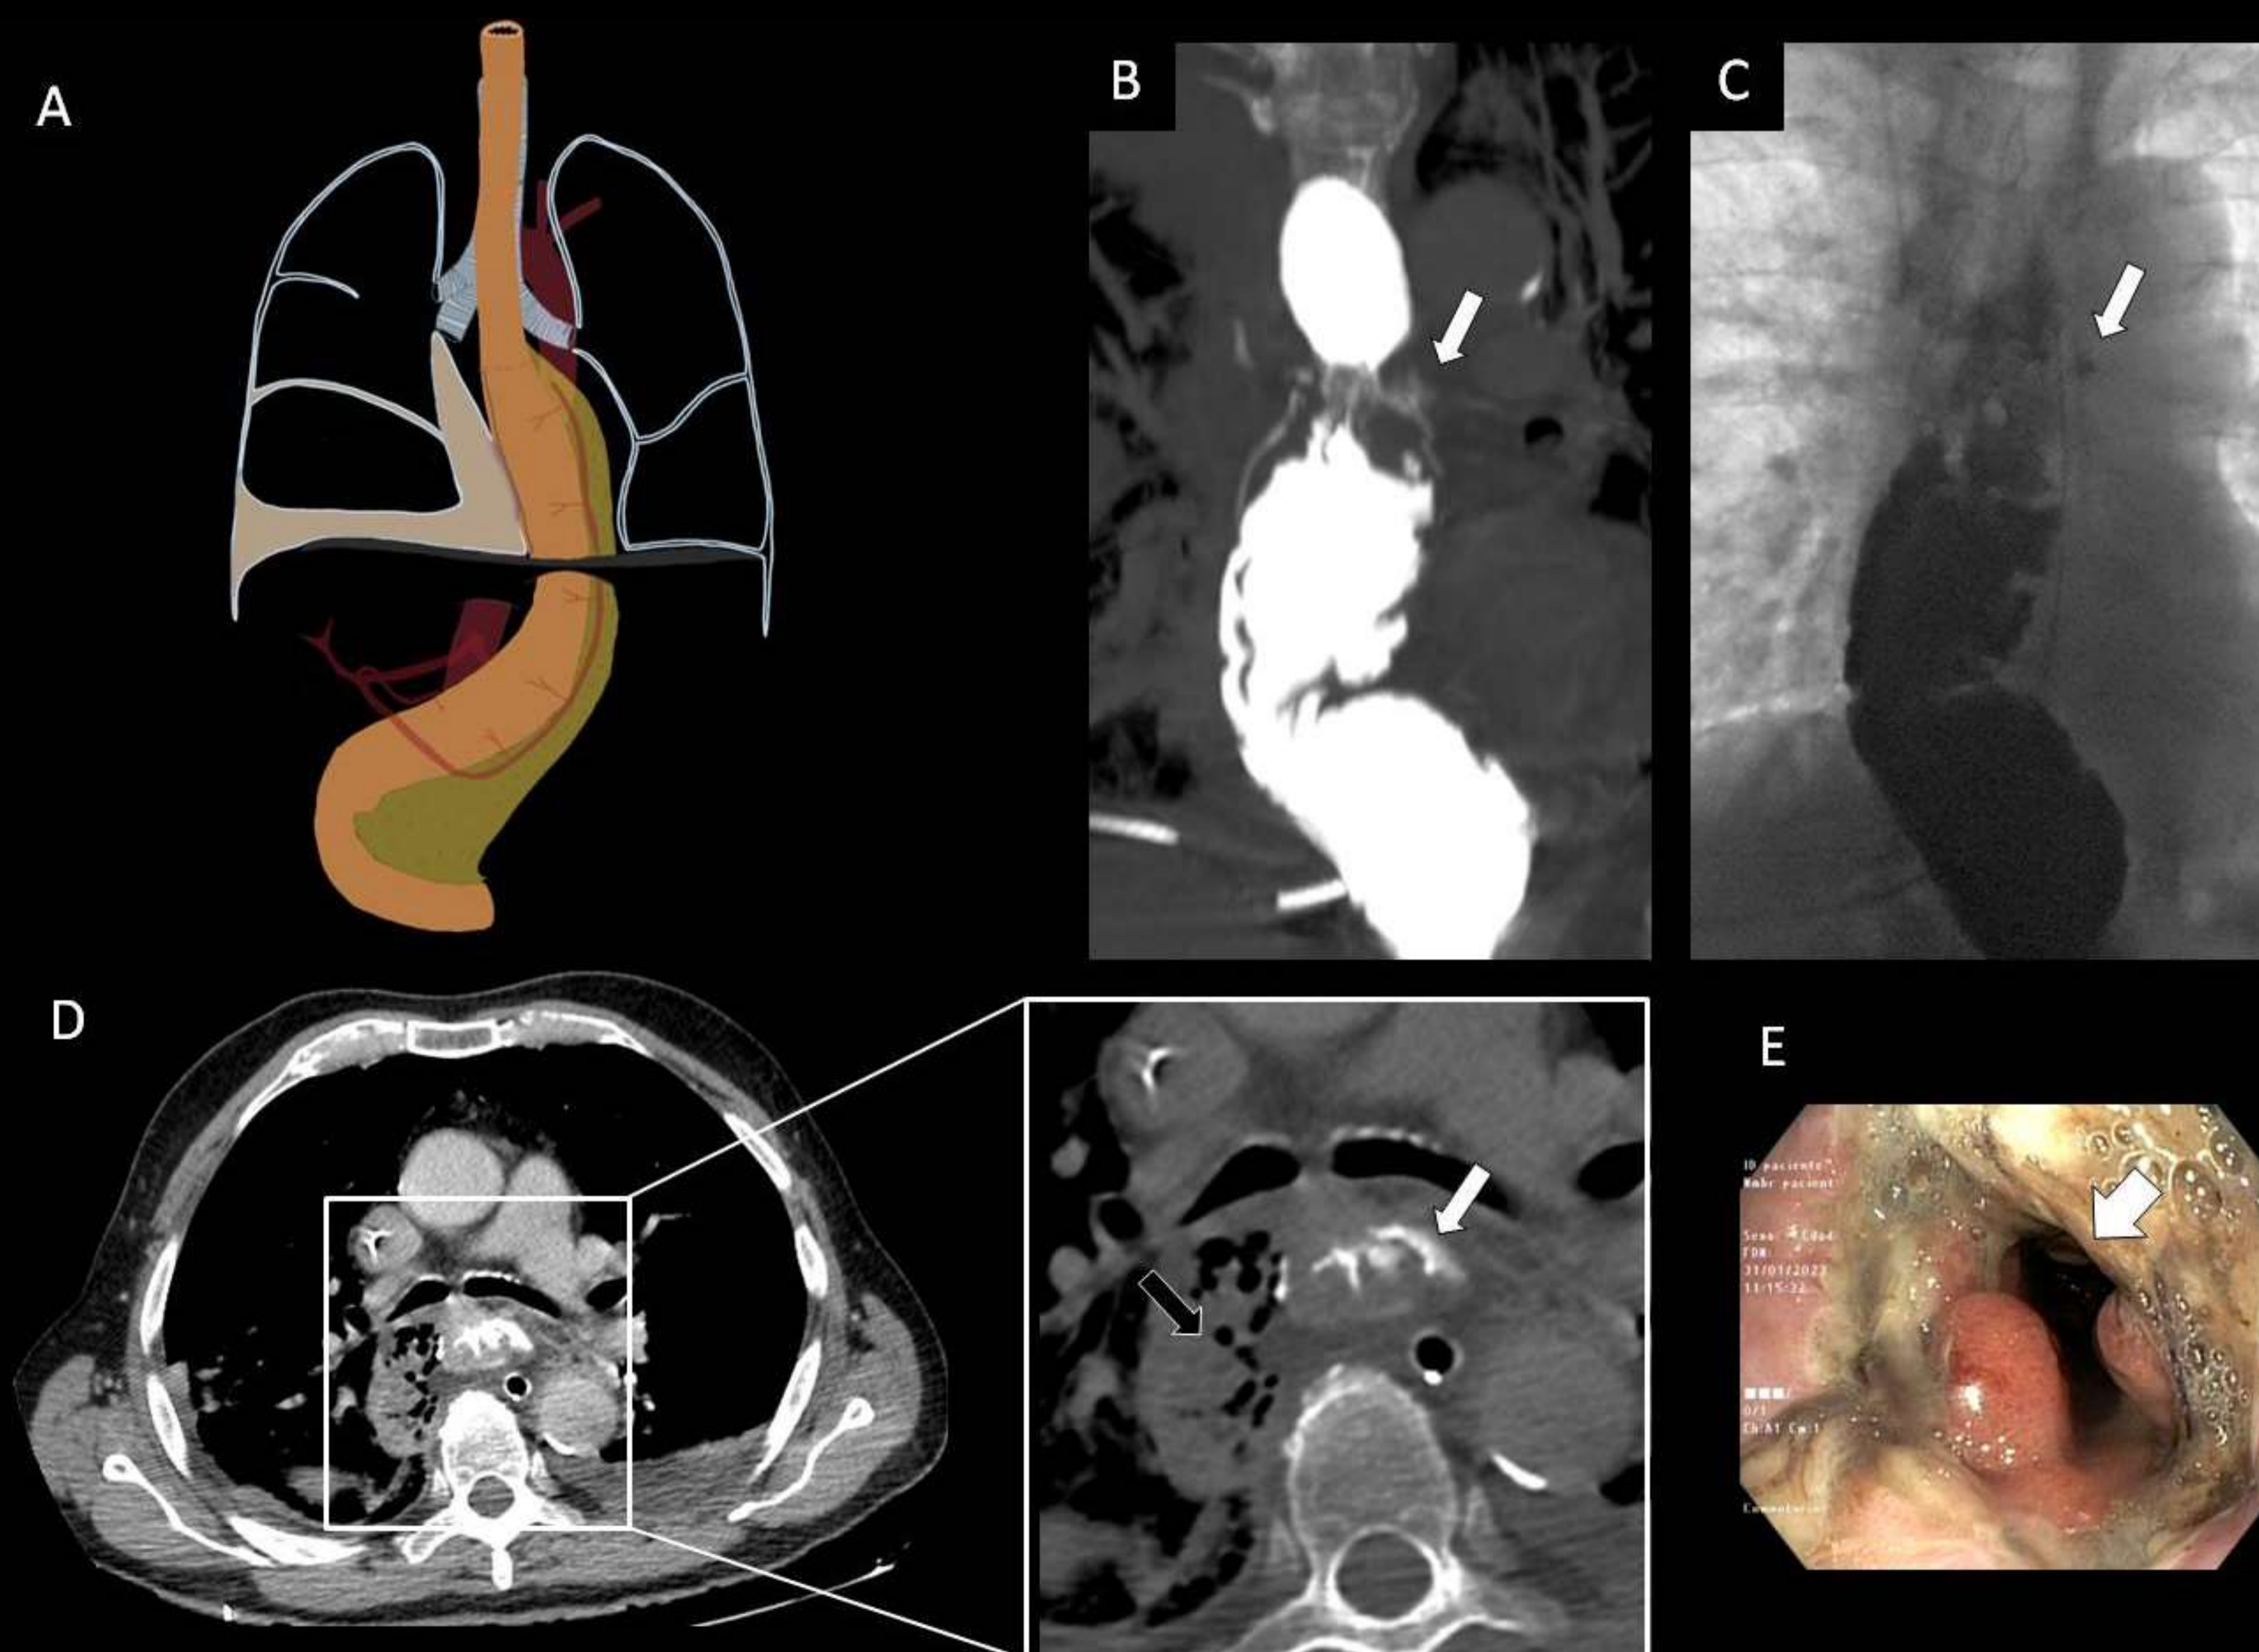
Esofagectomía de Ivor-Lewis con fuga anastomótica. Representación esquemática (A), TC con contraste oral (B, D), esofagograma (C) y endoscopia (E). Fuga en la anastomosis esofagogástrica (flechas blancas) con colección paramediastínica derecha (flecha negra).
